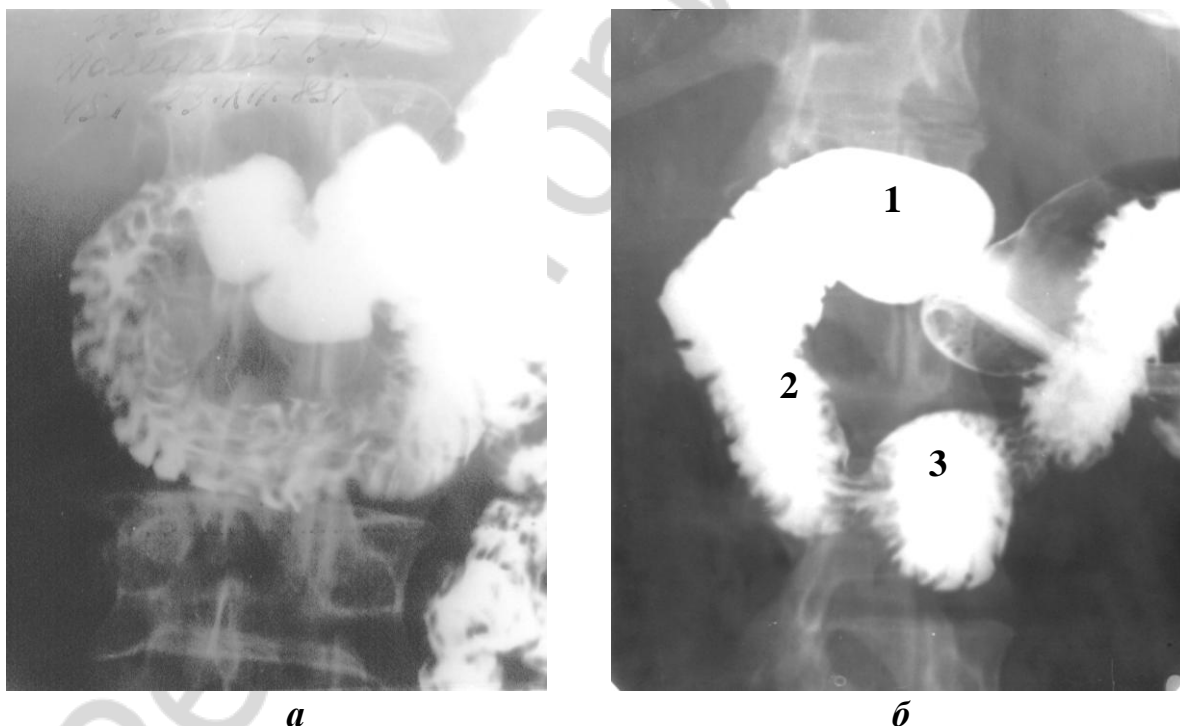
Рентгенограмма желудка:
